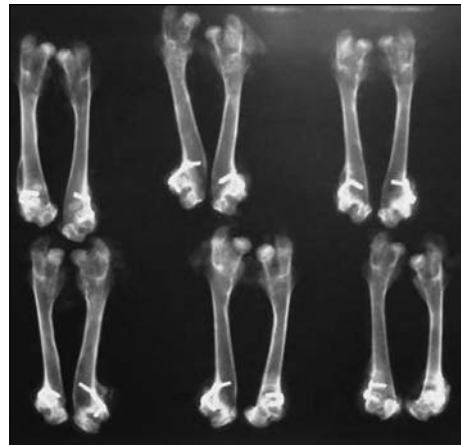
Radiografía final. Se observa la diferencia de longitud entre las placas y las grapas.
